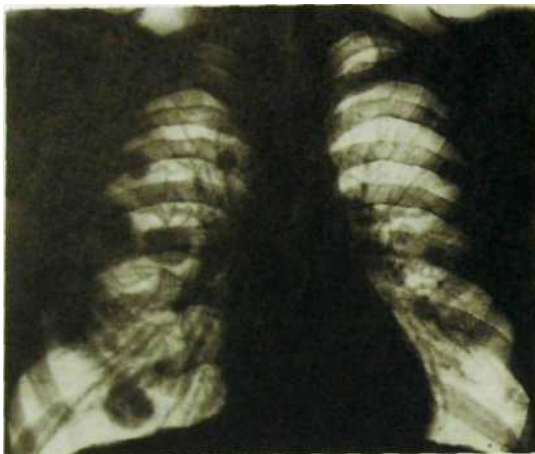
51. Обзорная рентгенограмма легких. Множественные метастазы злокачественной опухоли в легких.
